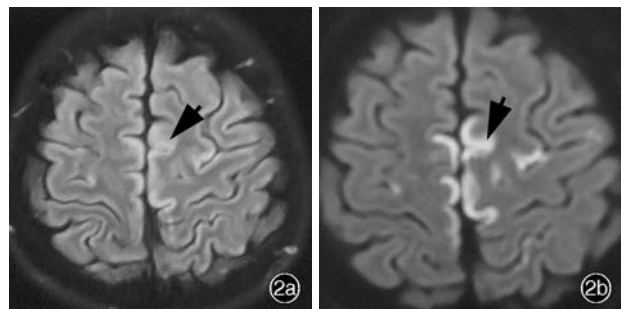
头部 MRI 检查所见 2a 横断面 FLAIR 成像显示双侧额顶叶皮质异常高信号(箭头所示) 2b 横断面 DWI 显示相应部位呈高信号,类似线粒体脑肌病伴乳酸血症和卒中样发作的层状坏死表现(箭头所示)
